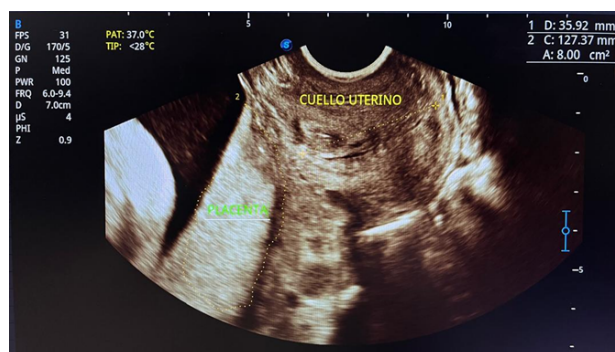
Ecografía transvaginal en la que se evidencia corte longitudinal de cuello uterino, se observa el trayecto cervical, con una longitud de 35 mm entre el orificio cervical externo y el orificio cervical interno
